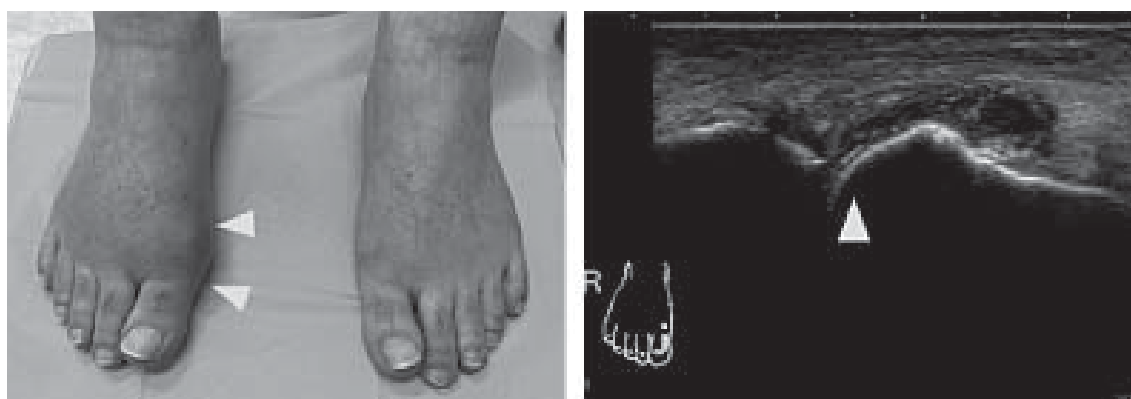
痛風発作時の足の所見と関節エコーのダブルコンツールサイン（自験例）
